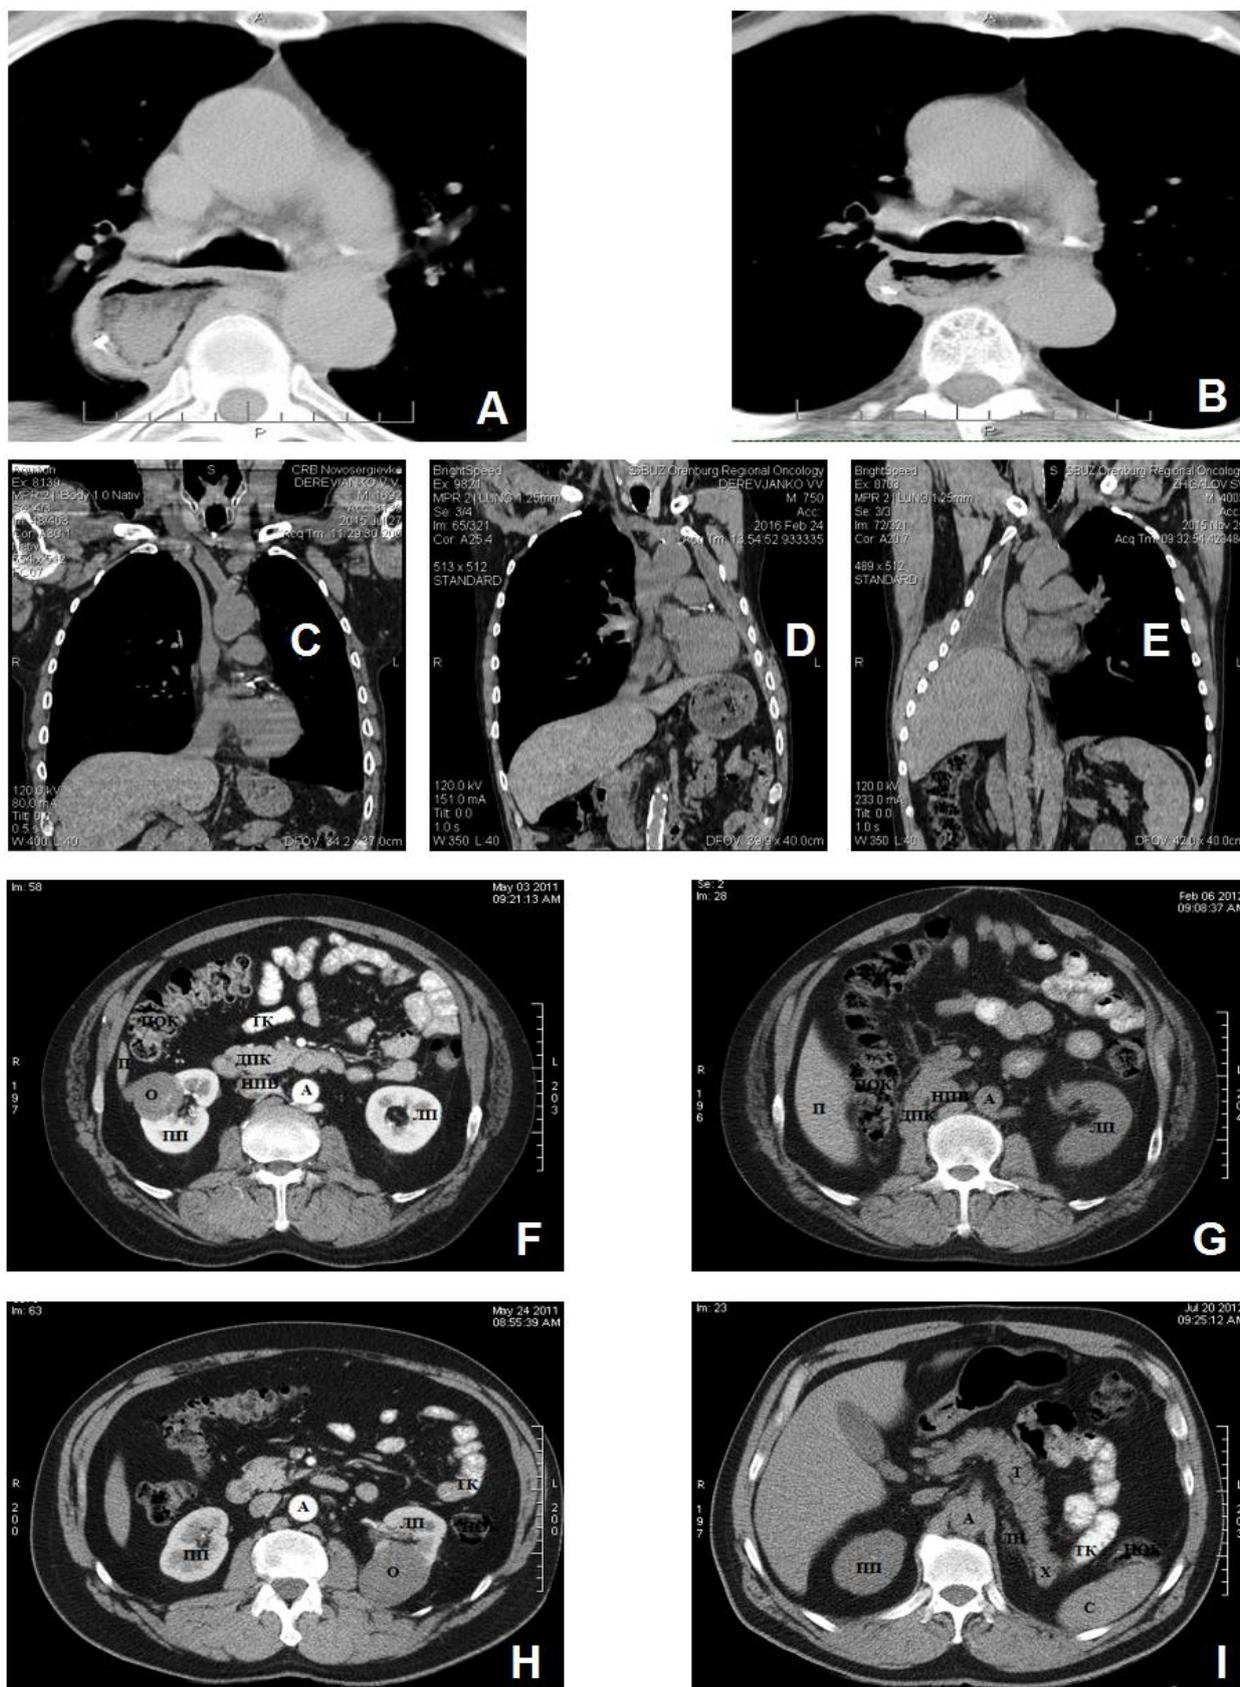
А-В - аксиальные КТ-граммы средостения после резекции пищевода с аутопластикой желудком (А – через 14 дней после операции, В – через 3 месяца после операции; С-Е - топографо-анатомические изменения после пневмонэктомий на фронтальных МРТ-граммах (С – состояние до операции, D – через год после левосторонней пневмонэктомии, Е – через год после правосторонней пневмонэктомии); F-I – КТ-граммы топографо-анатомических изменений после.
